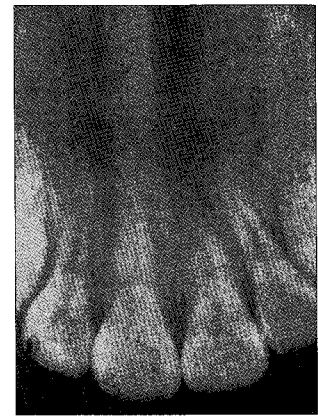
Periapical view after 1 yr 9 months
